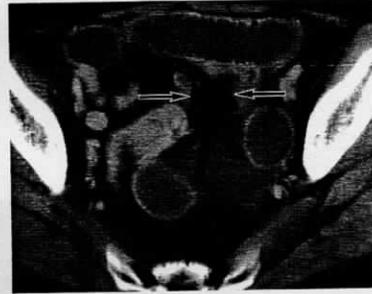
内ヘルニアのCT所見 A: 大網ヘルニア B: 左傍十二指腸ヘルニア C: 子宮広間膜ヘルニア
